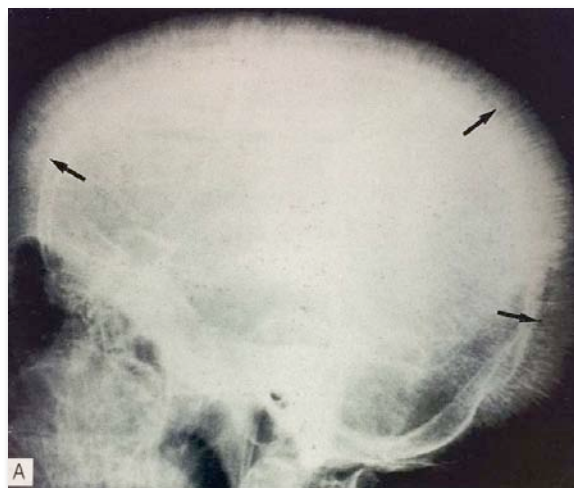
Radiografía lateral del cráneo en la que se observa el aspecto de los pelos de punta pronunciado (flechas negras) y afectación del maxilar con obliteración del seno.
